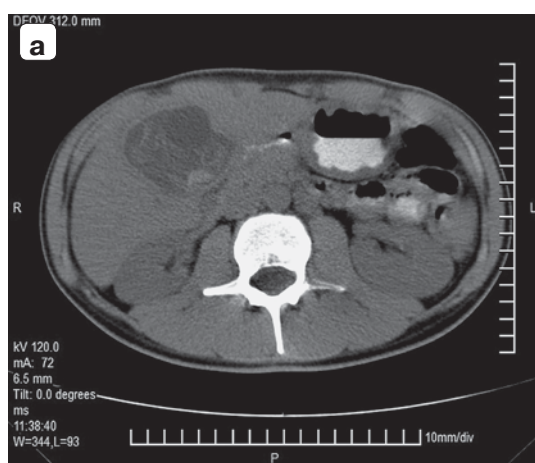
Компьютерные томограммы. Эхинококкоз печени: а — кисты в S_{IV-V} ; б — киста в левой доле печени.
